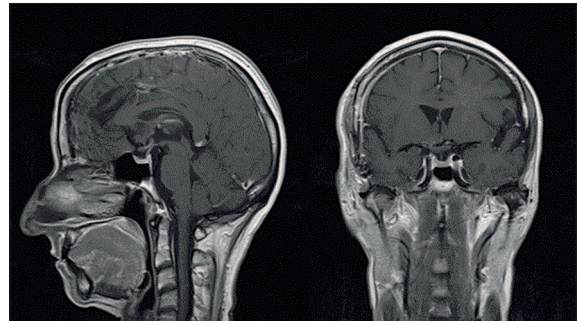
Postoperative MRI – SAG and CORONAL T1 + gadolinium showed no tumor or complications.
